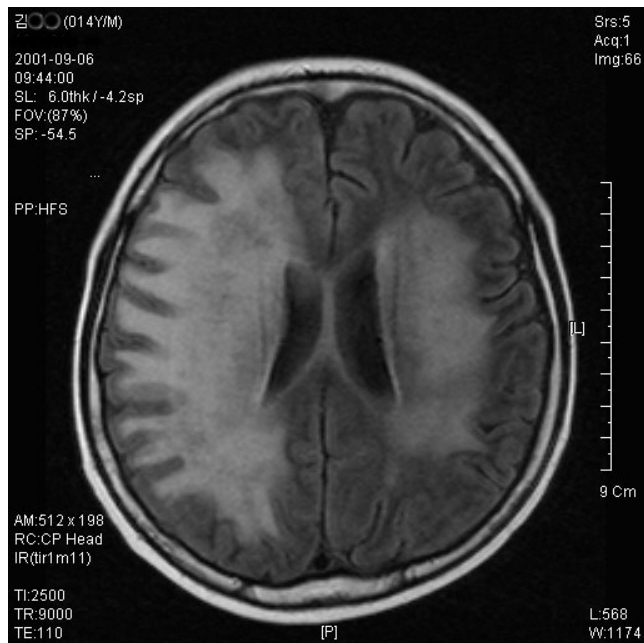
Axial section of brain MRI shows diffuse high signal intensity lesion on periventricular and subcortical white matter of bilateral hemispheres.
